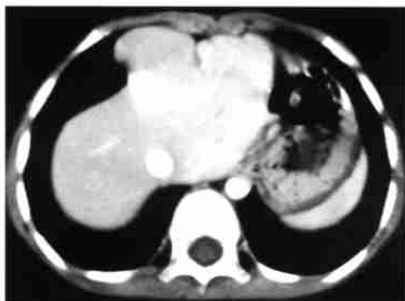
胸骨后膈疝。CT增强显示部分肝脏疝入胸骨右后方、右前肋膈角区。
